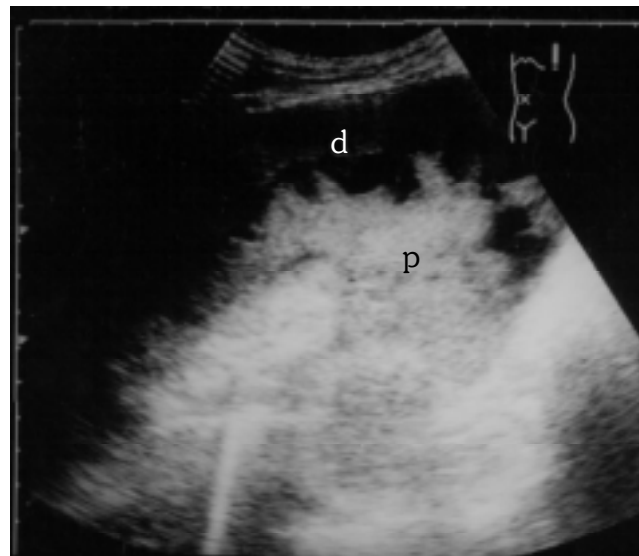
Ultrasonido del paciente anterior con engrosamiento pleural, así como derrame que corresponde a tuberculosis pleural. (p=pleura, d=derrame).
